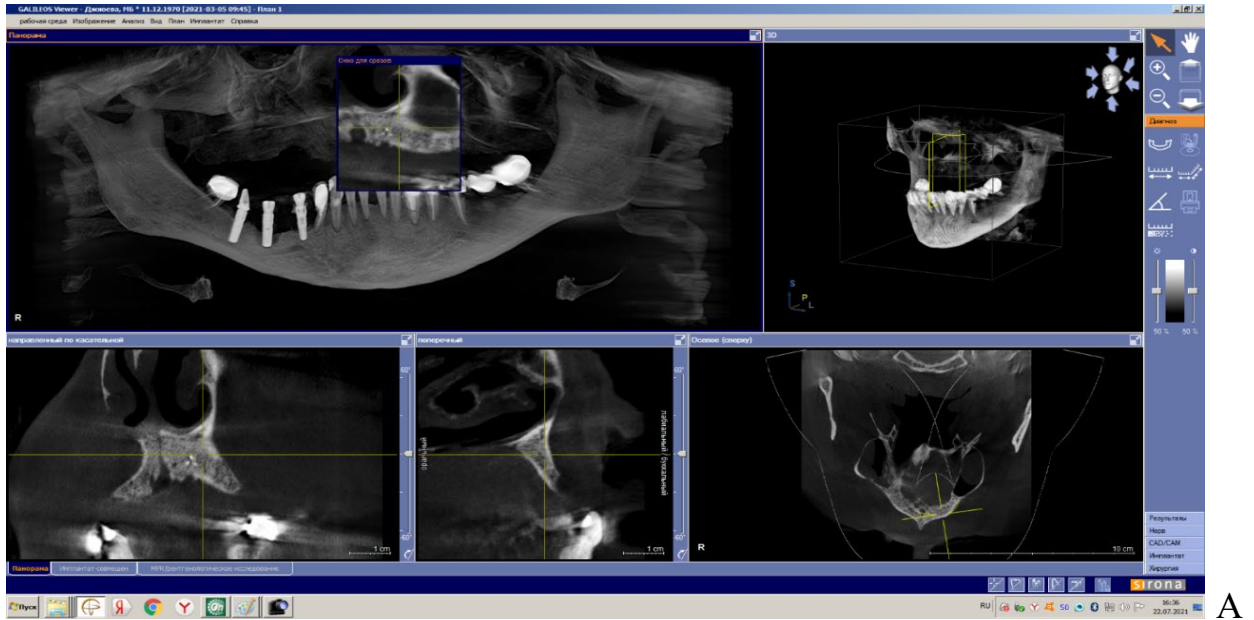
Скриншоты конусно-лучевой компьютерной томографии у пациентки А. на этапе консультации перед остеозамещающей операцией при реконструкции костной ткани верхней челюсти: А – сегмент 1.3-2.3; Б – сегмент 2.1-2.5.
